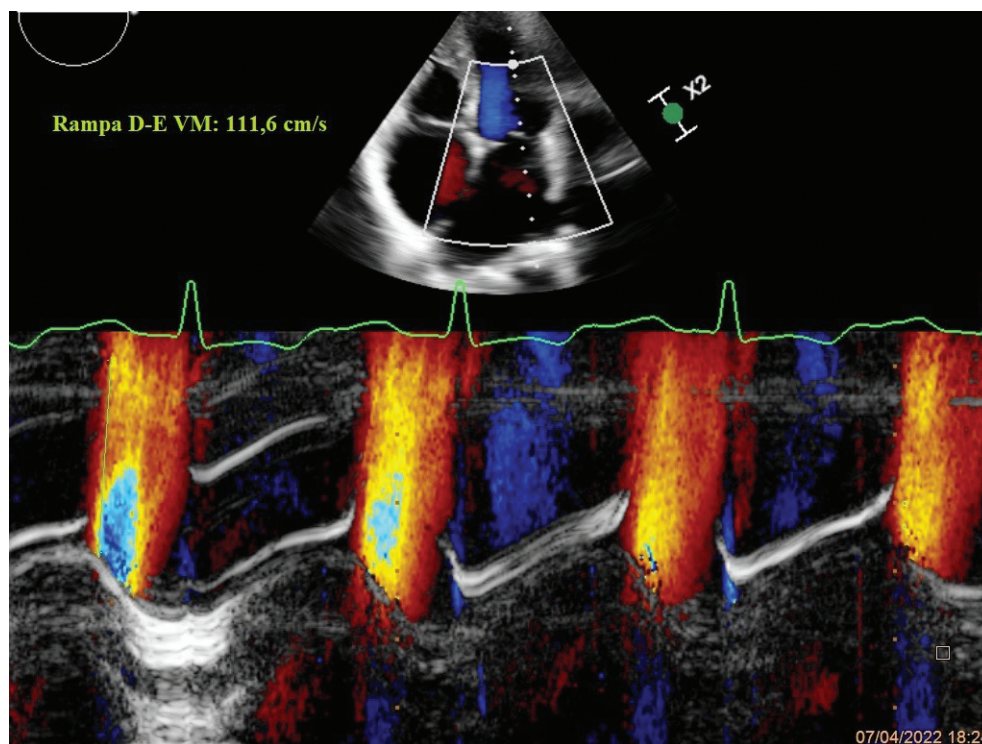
Registro em modo M com Doppler colorido em um paciente com PC. Note a velocidade de propagação (Vp) bastante íngreme (> 100 cm/s), ajudando a diferenciar a fisiologia constritiva da restritiva.
